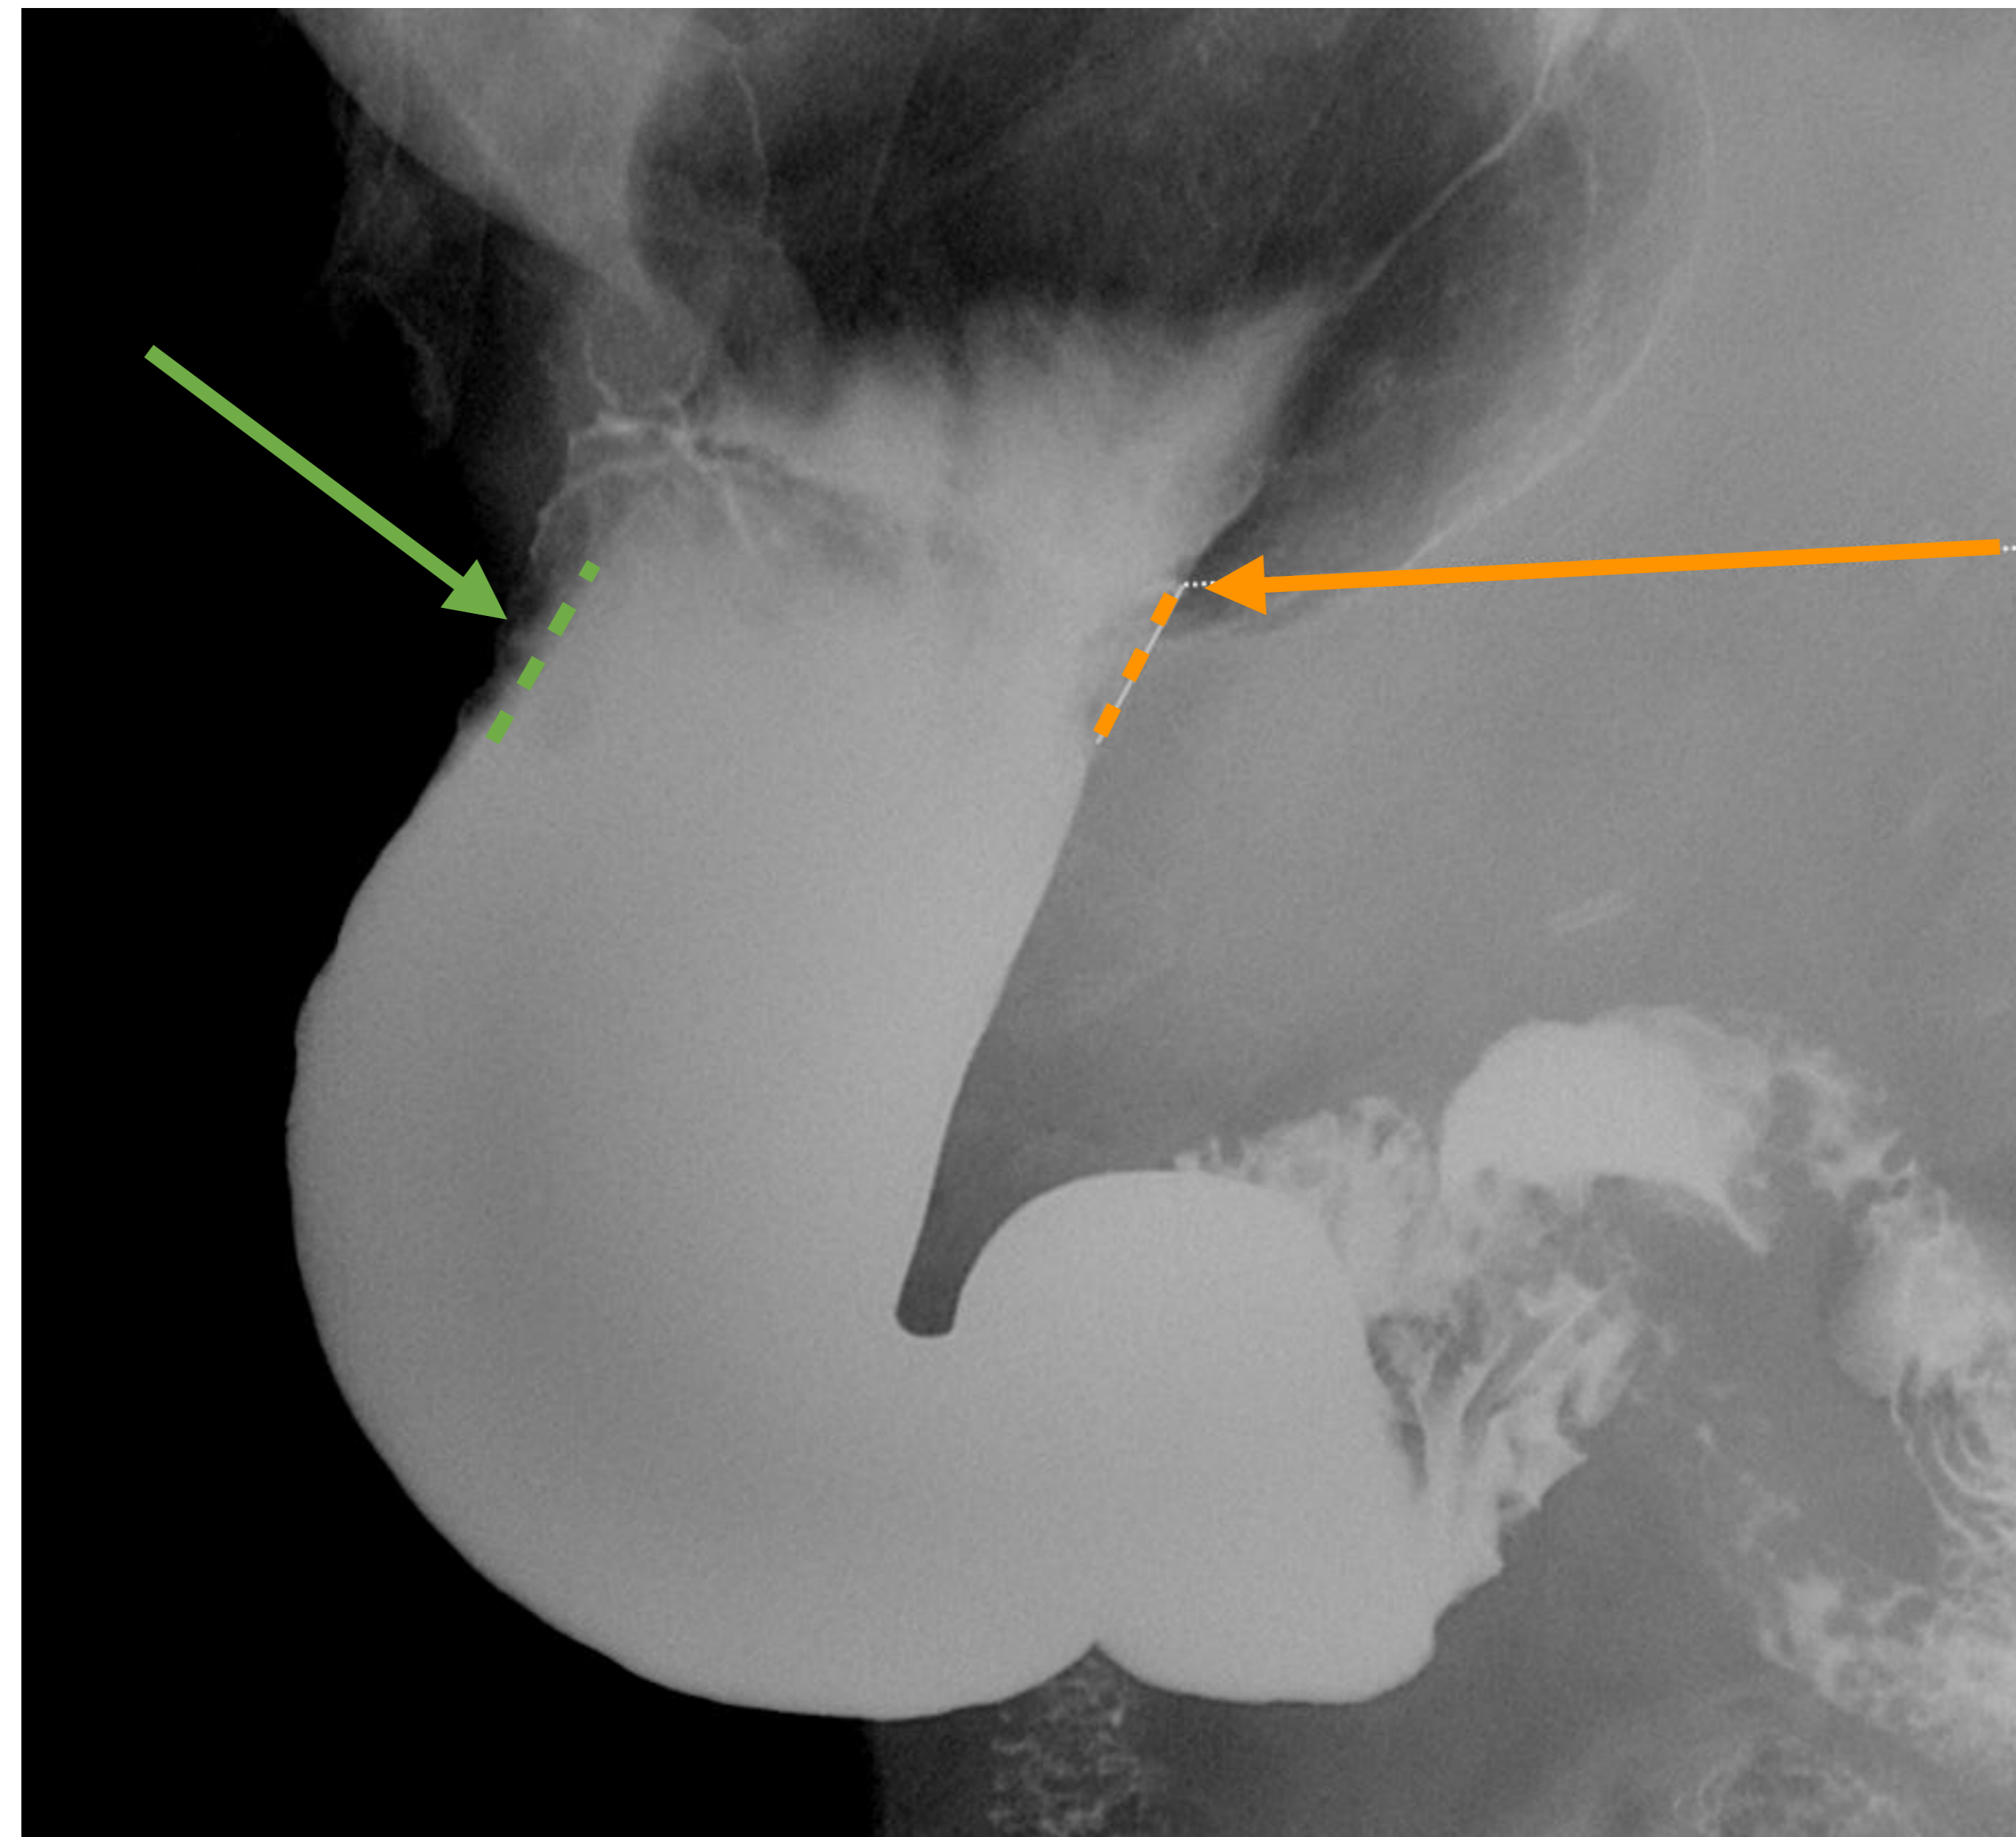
Estudio de tránsito en mismo paciente que figura 11. Existen imágenes de defecto de repleción nodular en las curvaturas mayor (flecha verde) y menor (flecha naranja) gástricas. Estas corresponden con las lesiones nodulares descritas en estudio de TC previo, siendo mayor y más irregular la primera de las mencionadas.
